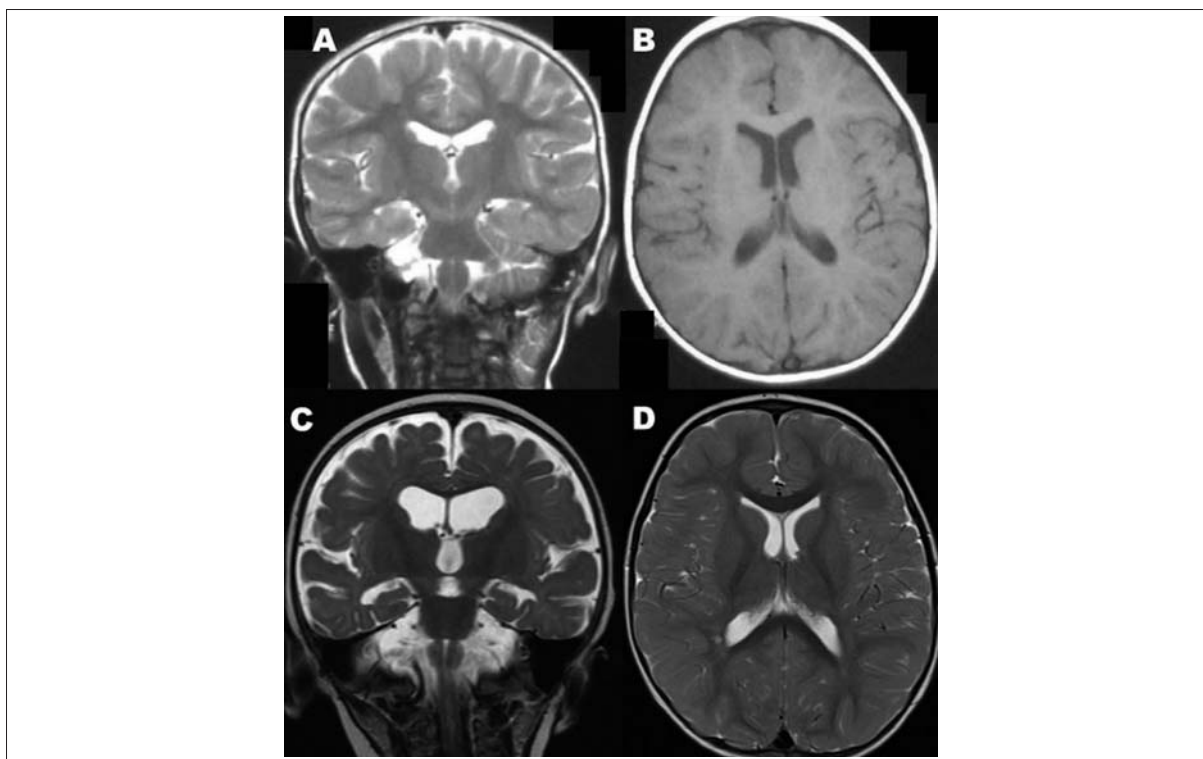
RM de cráneo de los pacientes 1 (A y B), 3 (C) y 4 (4). En el caso 1 se realizó a los dos años de realizado el tratamiento con vitamina B12, observando una normalización de la imagen. En el caso 3 se realizó a los tres meses de iniciado el tratamiento, mostrando una clara mejoría de la atrofia. En el caso 4, la RM se realizó al año del tratamiento y la imagen encefálica fue normal.
